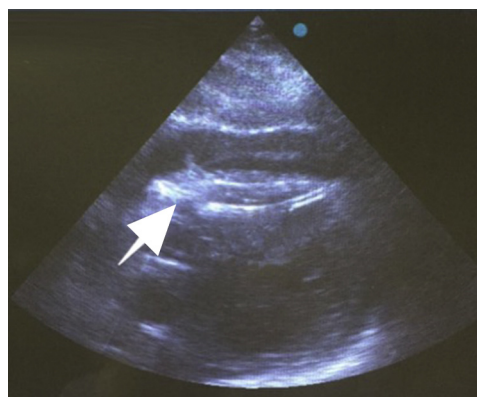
Ecocardiograma. Se observa el dispositivo que corresponde al electrodo de fijación activa (flecha blanca).
